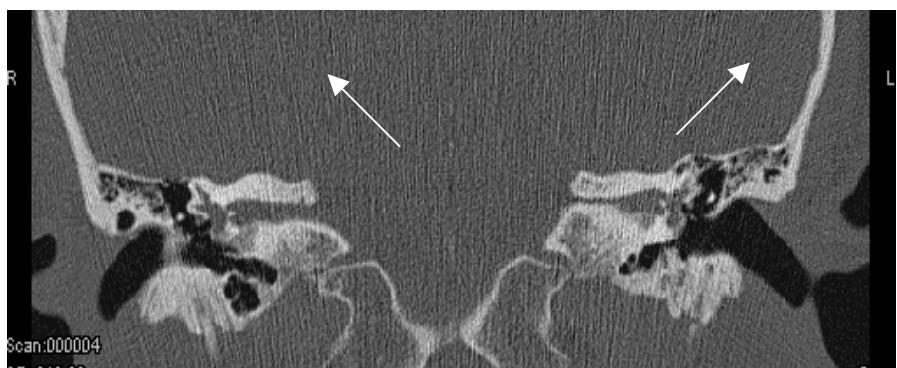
КТ-грама скроневих кісток. Ретрофенестральний отосклероз. Зони отоспонгіозу розміщені у внутрішньому слуховому проході з обох боків. Зліва просвіт цього анатомічного утворення значно звужений великим осередком отосклерозу
